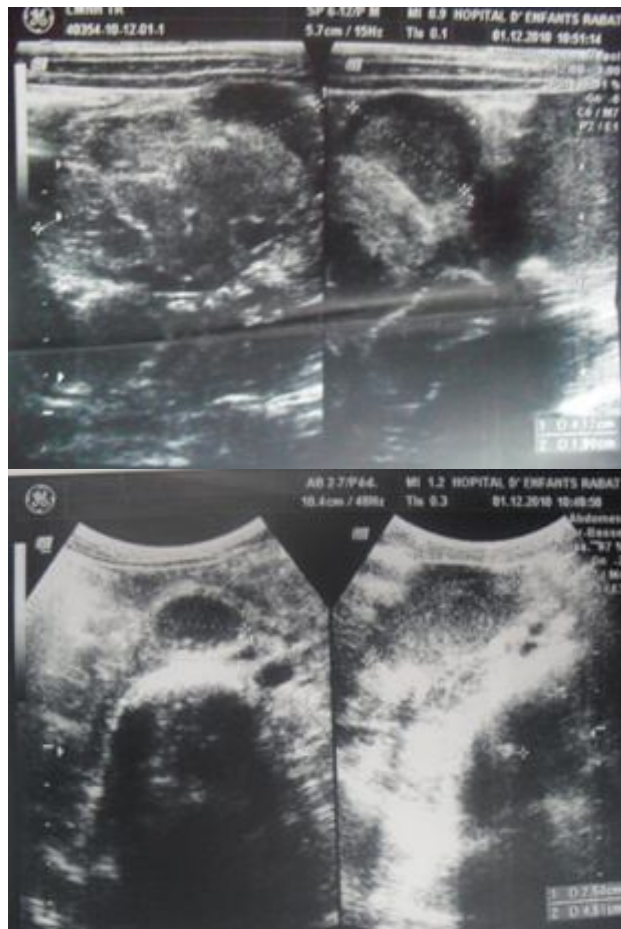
image d'échographie abdominale
